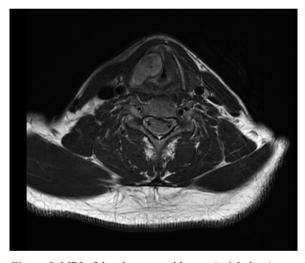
MRI of the pharynx and larynx (axial plane)
